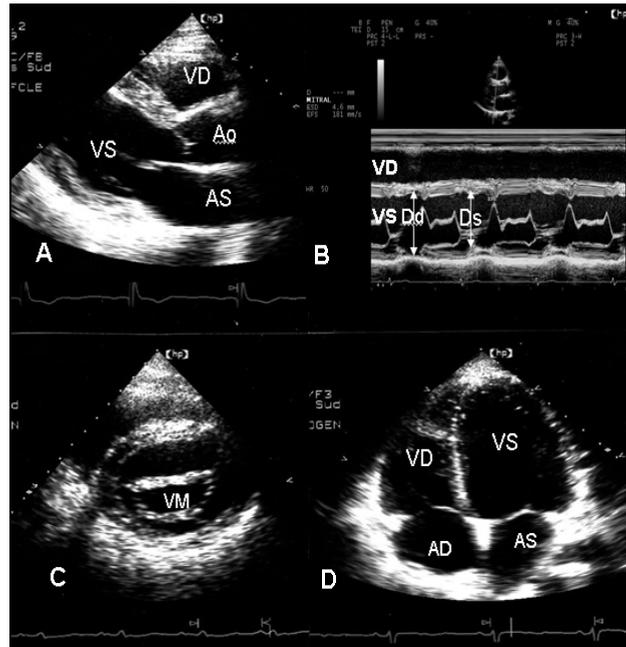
Echocardiographie
